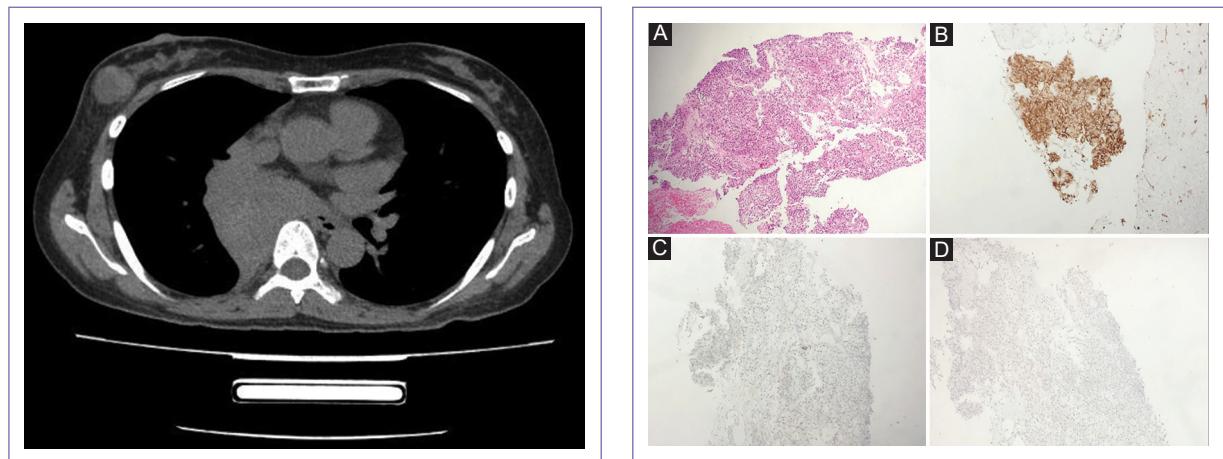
Tomografía computarizada año 2019 corte seleccionado nivel torácico con ventana de partes blandas. Flecha: nódulo sólido.
